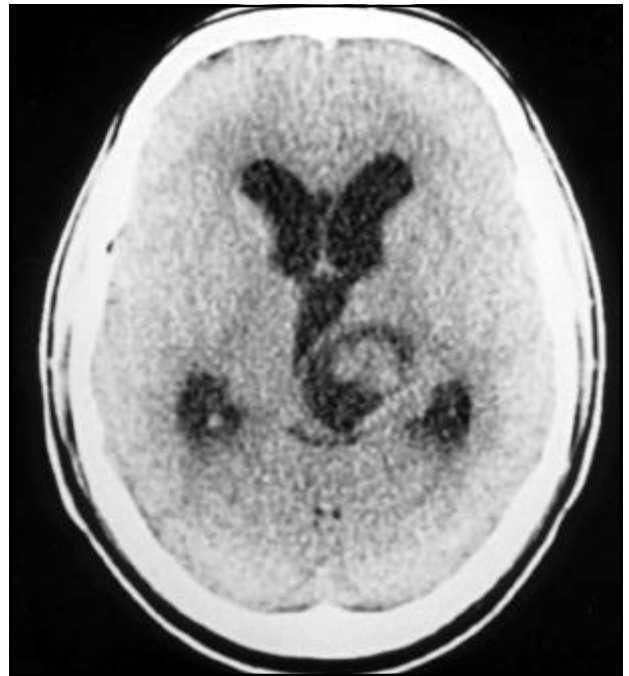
Tomografia pré-operatória sem contraste, mostrando lesão cística com nódulo intramural localizada em região talâmica esquerda.
